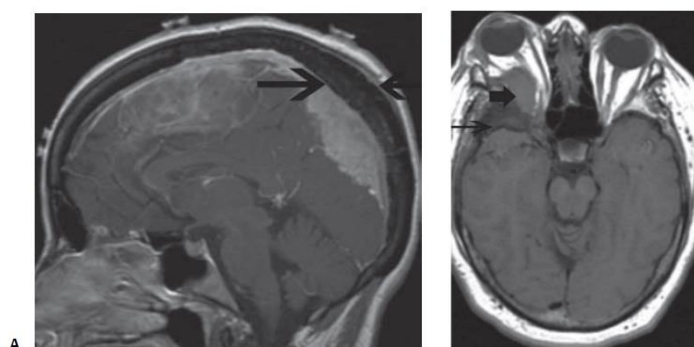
Tampilan khas meningioma pada MRI. (A) *Coronal postcontrast T1-weighted MRI* menunjukkan peningkatan homogen dan *dural tail* (B) Meningioma falx besar yang melewati batas dural dan meluas di kedua sisi falx
